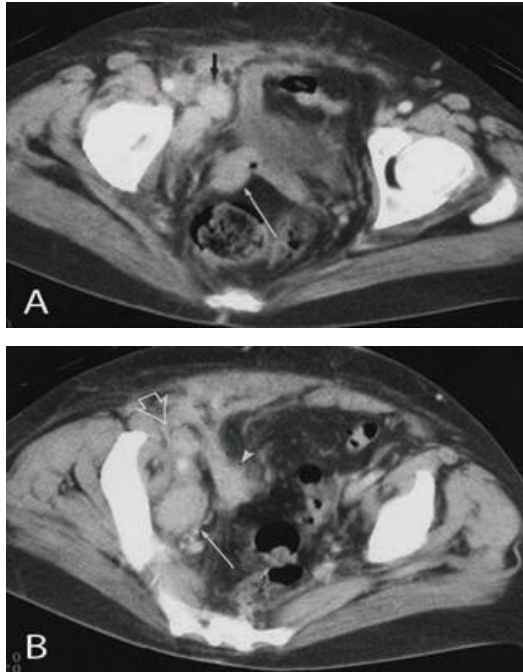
Invasi rektum dan kandung kemih pada wanita 81 tahun stadium klinis dan radiologis kanker serviks stadium IVA dari puncak serviks 25 tahun setelah histerektomi supracervical. Gambar CT aksial pelvis dengan kontras oral dan intravena menunjukkan peningkatan massa serviks (*panah tipis* heterogen. Massa meluas ke rektum (*panah tebal*) dan juga melibatkan kandung kemih di uretero-vesikalis *junction* kanan. Invasi organ panggul ini konsisten dengan penyakit stadium IV (Viviane N, et al, 2009)
